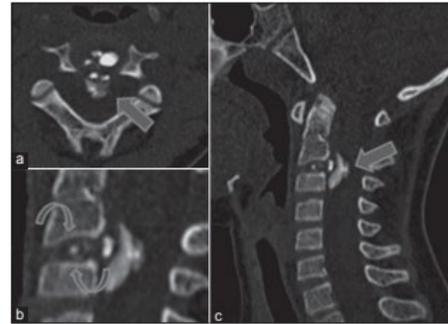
Computed tomography scan of cervical spine. (a) Axial and (b, c) Sagittal reformatted images. There is calcification of the intervertebral disc C2-3 with associated calcification in adjoining anterior epidural space (arrows). The adjoining vertebral end plates are normal (curved arrows in b)
